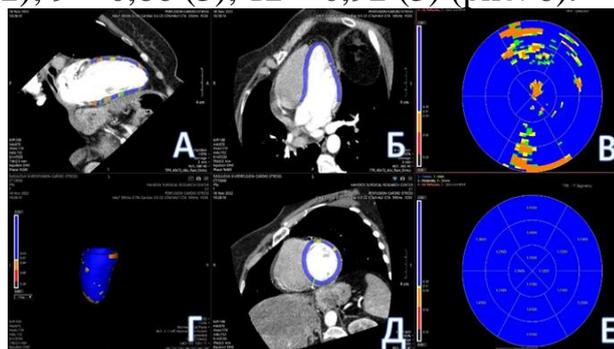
Статическая КТ-перфузия миокарда в стресс фазу исследования. Признаки нарушения перфузии в сегментах миокарда ЛЖ не визуализируются. А, Б – МПР реконструкции левого желудочка по длинной оси; В – полярная карта с отображением абсолютных значений TPR для каждого вокселя размером 2 x 2 мм; Г – 3D реконструкция модели левого желудочка; Д - МПР реконструкции левого желудочка по короткой оси; Е - полярная карта с отображением значений TPR по 17 сегментам.
